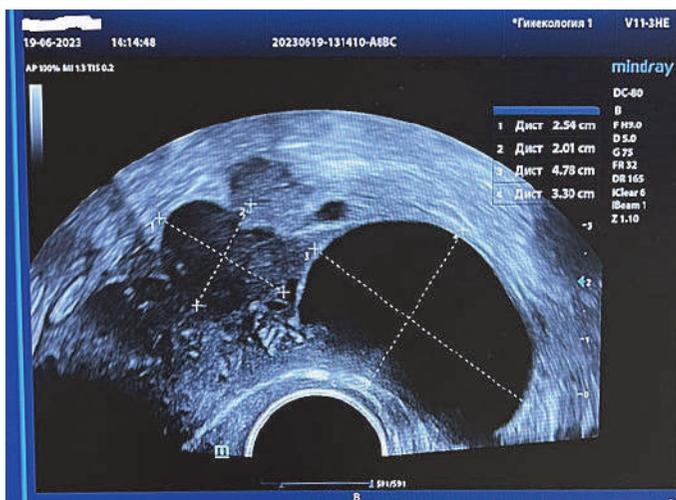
УЗИ органов малого таза трансвагинальным датчиком пациентки, 28 лет: новообразование правого яичника – измерение размеров (фото предоставлено канд. мед. наук И.А. Греховой)
